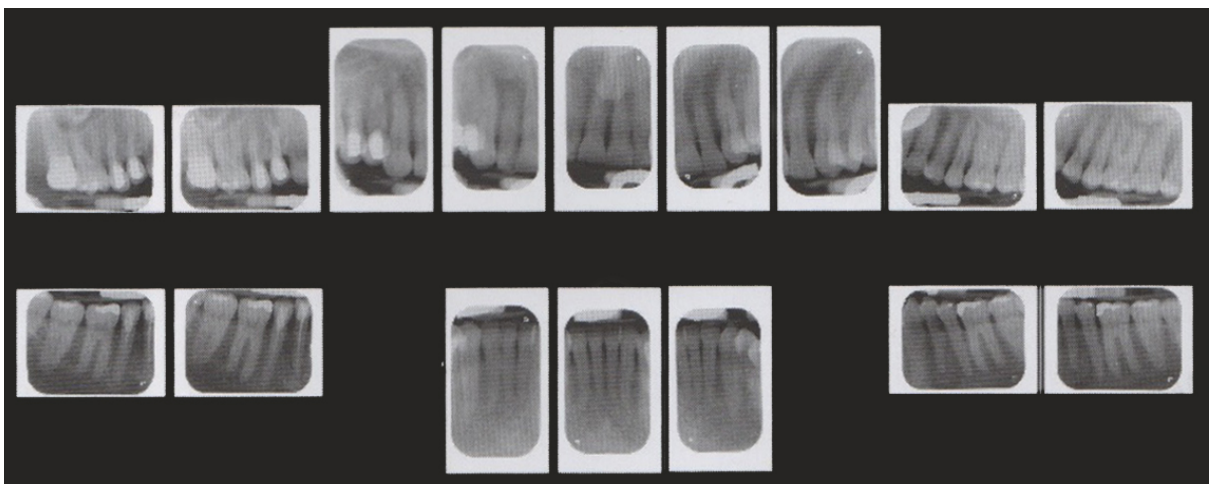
Status radiographique d'un parodonte sain (14).
